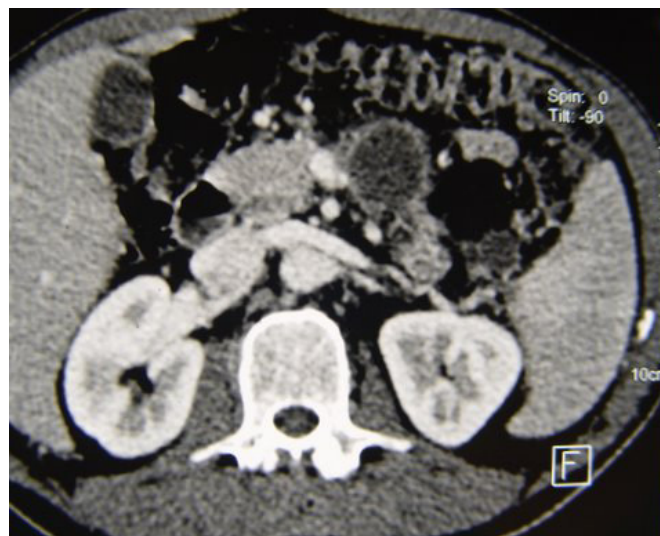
TC – Lesão cística na transição corpo-cauda do pâncreas.
